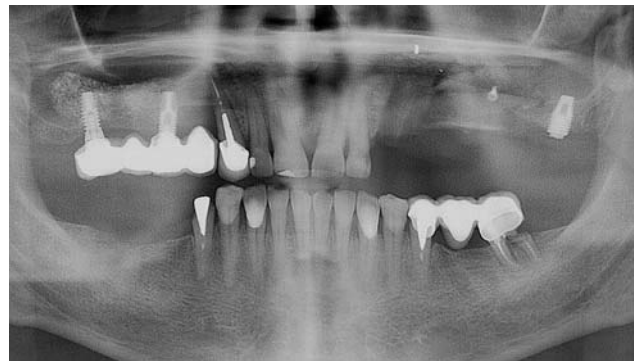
Послеоперационная панорамная рентгенография пациента Y.
